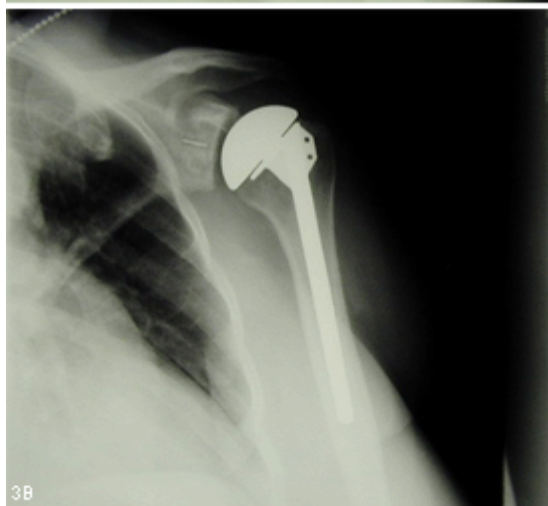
X-rays before and after conventional total shoulder replacement surgery for osteoarthritis .
